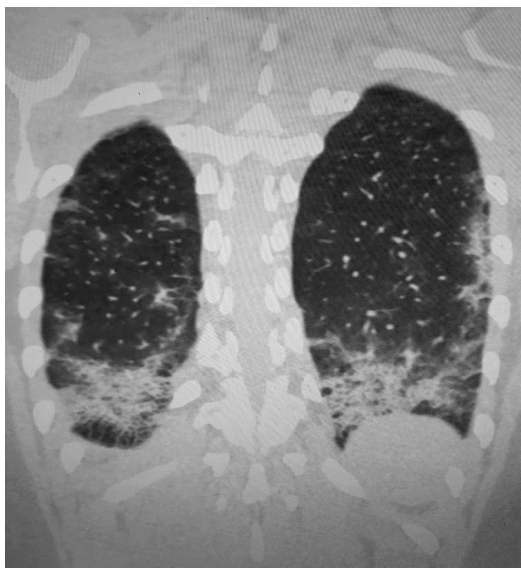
Scanner thoracique en coupe coronale. Patient suspect de Covid 19 avec à la TDM une association de Crazy paving et de Fibrose sous pleurale
